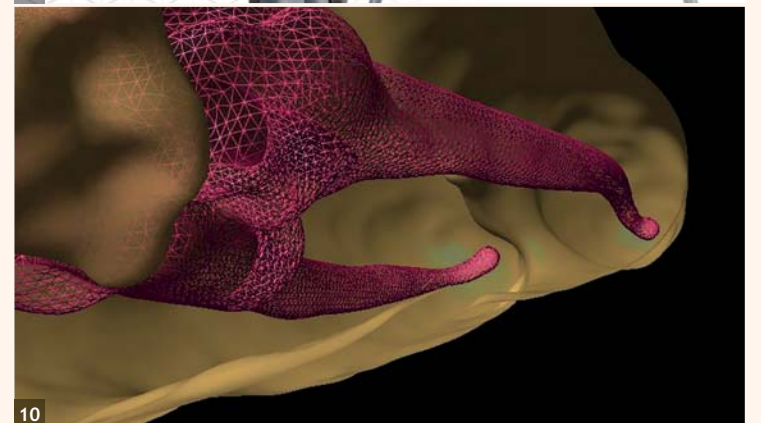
Piesa manuală M4 Safety. — Fig. 8: Cardul TFTM Adaptive Technique. Determinarea dimensiunii și secvenței. — Fig. 9: Sistemul de irigare cu presiune apicală negativă EndoVac. Master Delivery Tip (MDT) se potrivește diferitelor dimensiuni ale seringilor cu irigant, macrocannula este atașată la o piesă manuală din aluminiu autoclavabilă. Microcannula și MDT sunt conectate prin tuburi transparente de plastic. Tuburile sunt conectate la unitatea de aspirație cu volum mare a scaunului dentar prin Adaptorul Multi-Port. — Fig. 10: Vizualizarea tridimensională CBCT (Cone Beam Computerised Tomography) a preparării TFA (secvența SM) într-un molar complex, prezentând forma adecvată, prepararea conică și conservarea excelentă a traiectoriilor canalului. (Fotografii puse la dispoziție prin amabilitatea Dr. Lucila Piassecki, Brazilia și Prof. Gianluca Gambarini, Italia)
